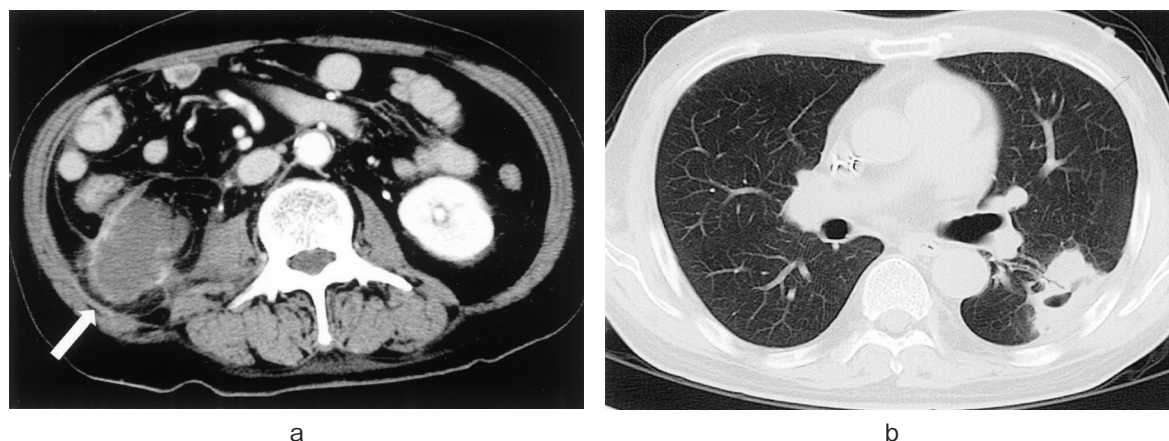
Abdominal CT revealed the cystic mass, 55×44 mm in length, which had enhanced capsule (a). Chest CT revealed cavity-forming mass in left S6 segment (b).
